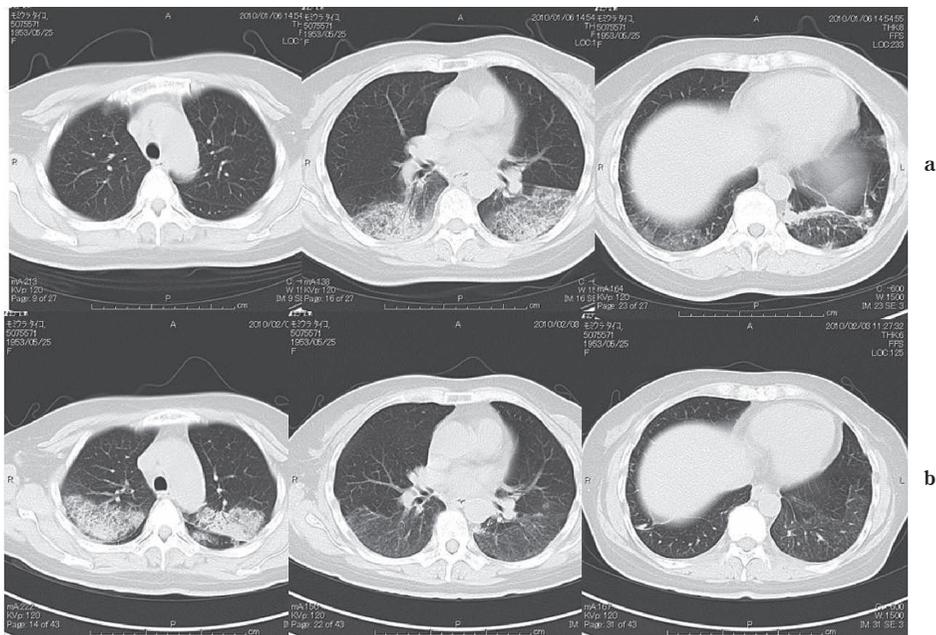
a: 図1aと同時期のCT, 両側下葉S6を中心にスリガラス影を認め, major fissureで明瞭に境界されている. 肺底部では胸膜病変も疑われる. b: 図1bと同時期のCT, 両側上葉S2を中心にスリガラス影を認め, やはりmajor fissureで境界されている. S6および肺底部の病変は改善している.
